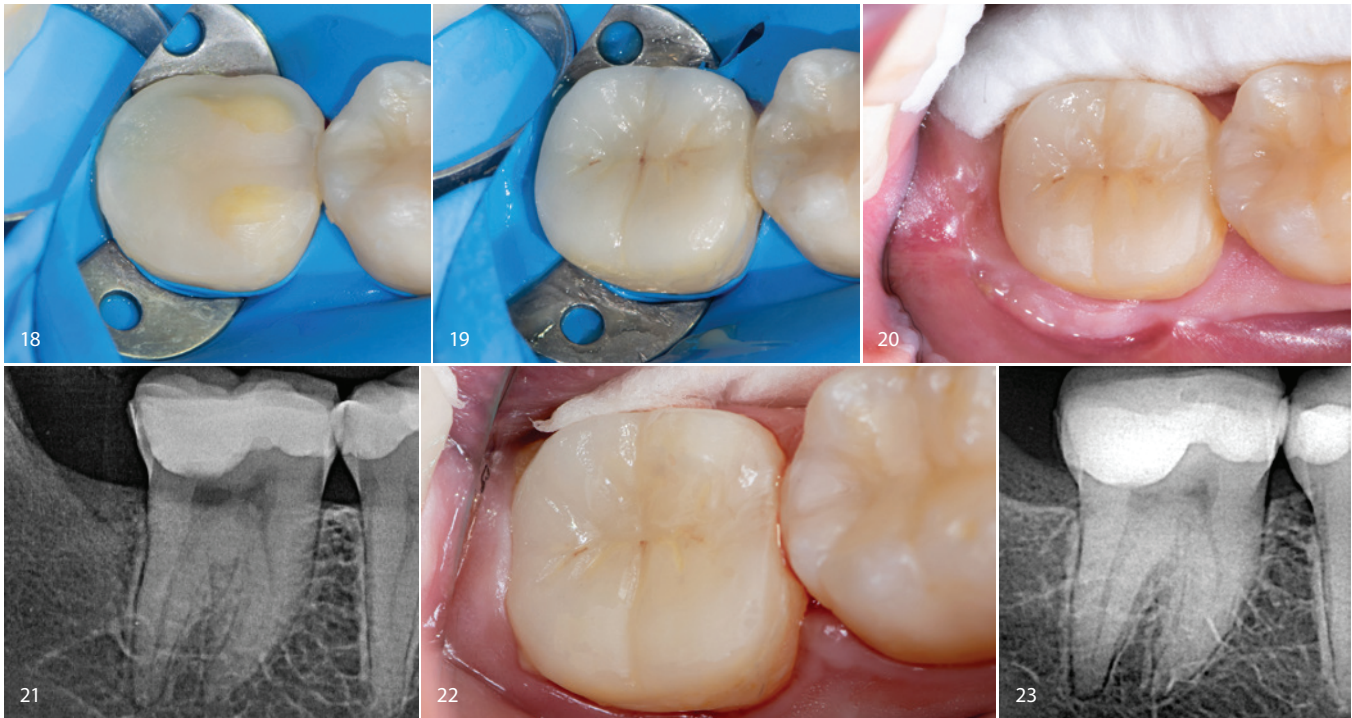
Unmittelbar vor der Befestigung der indirekten Restauration, mit angelegtem Kofferdam. – Abb. 19: Klinisches Bild nach der adhäsiven Befestigung der indirekten Restauration aus IPS e.max CAD. – Abb. 20: Klinisches Bild bei der Nachkontrolle zwei Wochen nach der Befestigung. – Abb. 21: Die postoperative Röntgenaufnahme zwei Monate nach der Zementierung zeigt keine periapikale Aufhellung. – Abb. 22: Nachkontrolle nach sechs Monaten. – Abb. 23: Die postoperative Röntgenaufnahme sechs Monate nach der Behandlung zeigt keine periapikale Aufhellung.
